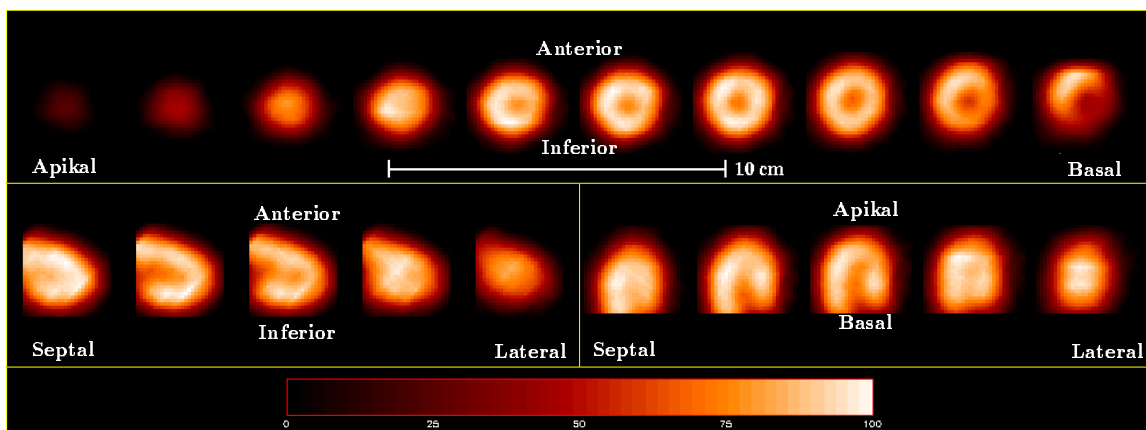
Reangulierte  $[^{18}\text{F}]$ -FDG-Anreicherung im Herzmuskel der Ratte: *Plm*
